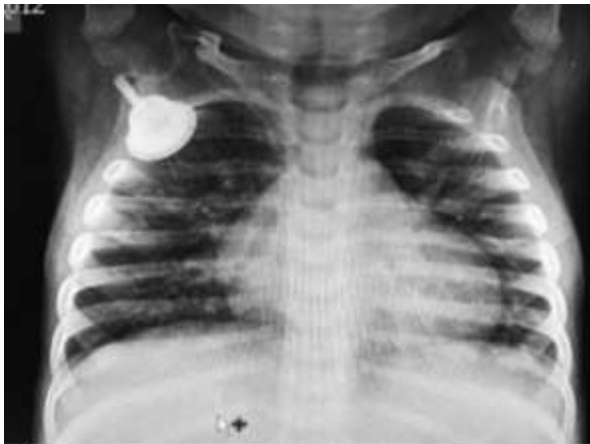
Radiografía de tórax. Infiltrados intersticiales
